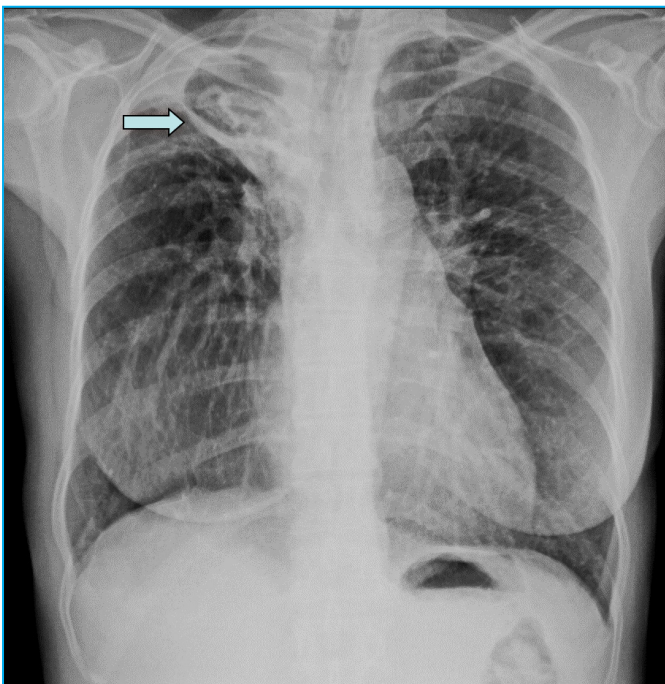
Radiografía PA de tórax: signos de pérdida de volumen y tractos cicatriciales en ambos lóbulos superiores por tuberculosis antigua; se observa una lesión cavitada en el lóbulo superior derecho, con una masa de densidad partes blandas separada por un halo de densidad aire de las paredes de la cavidad ("signo de Monod")
